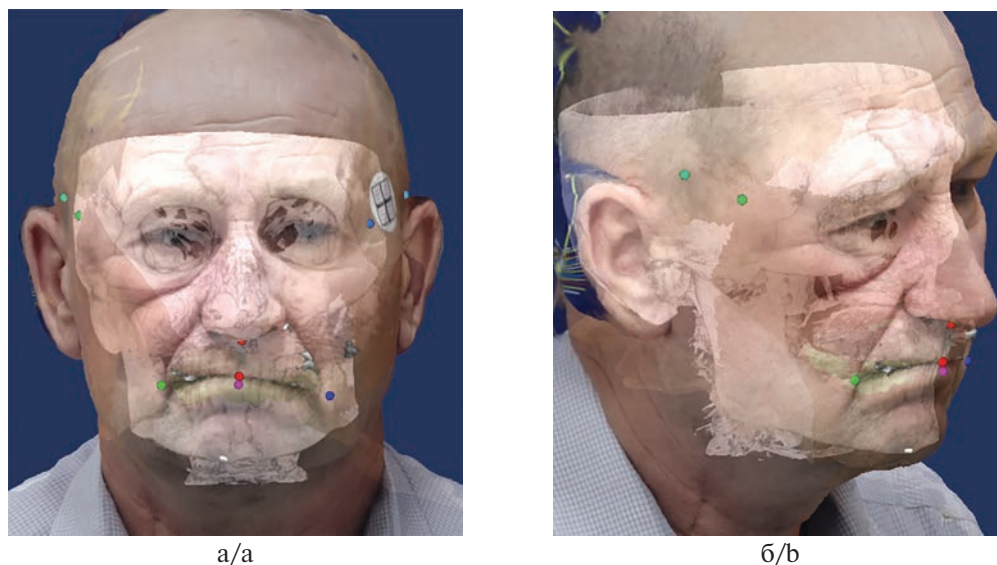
Наложение компьютерной томограммы, электронных моделей зубных рядов и 3D-скана лица.
